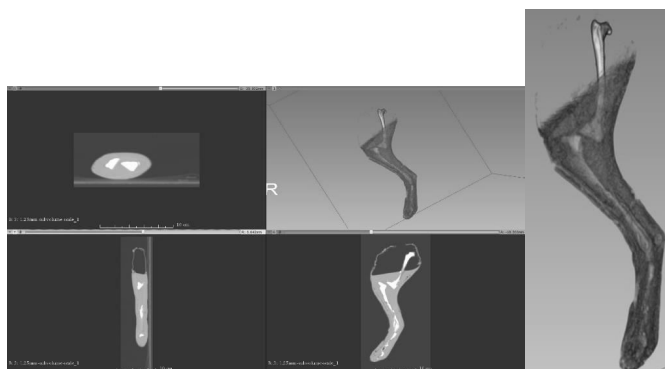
Tomografia computadorizada do protótipo de simulador impresso em 3D e preenchido com material tecido equivalente. Reconstrução do protótipo de simulador reconstruído a partir das imagens do CT.
